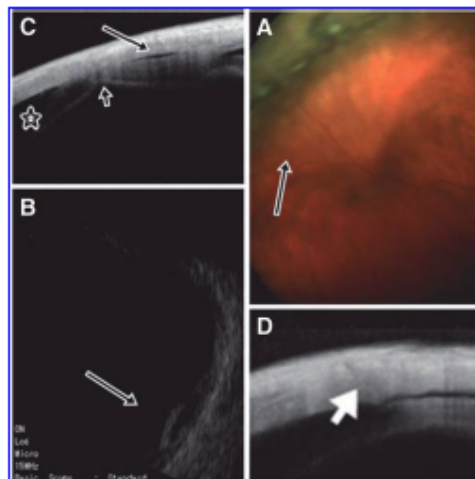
Local choroidal detachment: (A) behind the scleral buckle (arrow) and (B) an echographic image (arrow). Swept source anterior segment optical coherence tomographies: (C) Ciliochoroidal detachment (arrow), choroidal detachment (star), and vitreous incarceration (short arrow), and (D) oblique sclerotomy. Color images available online at www.liebertpub.com/jop
